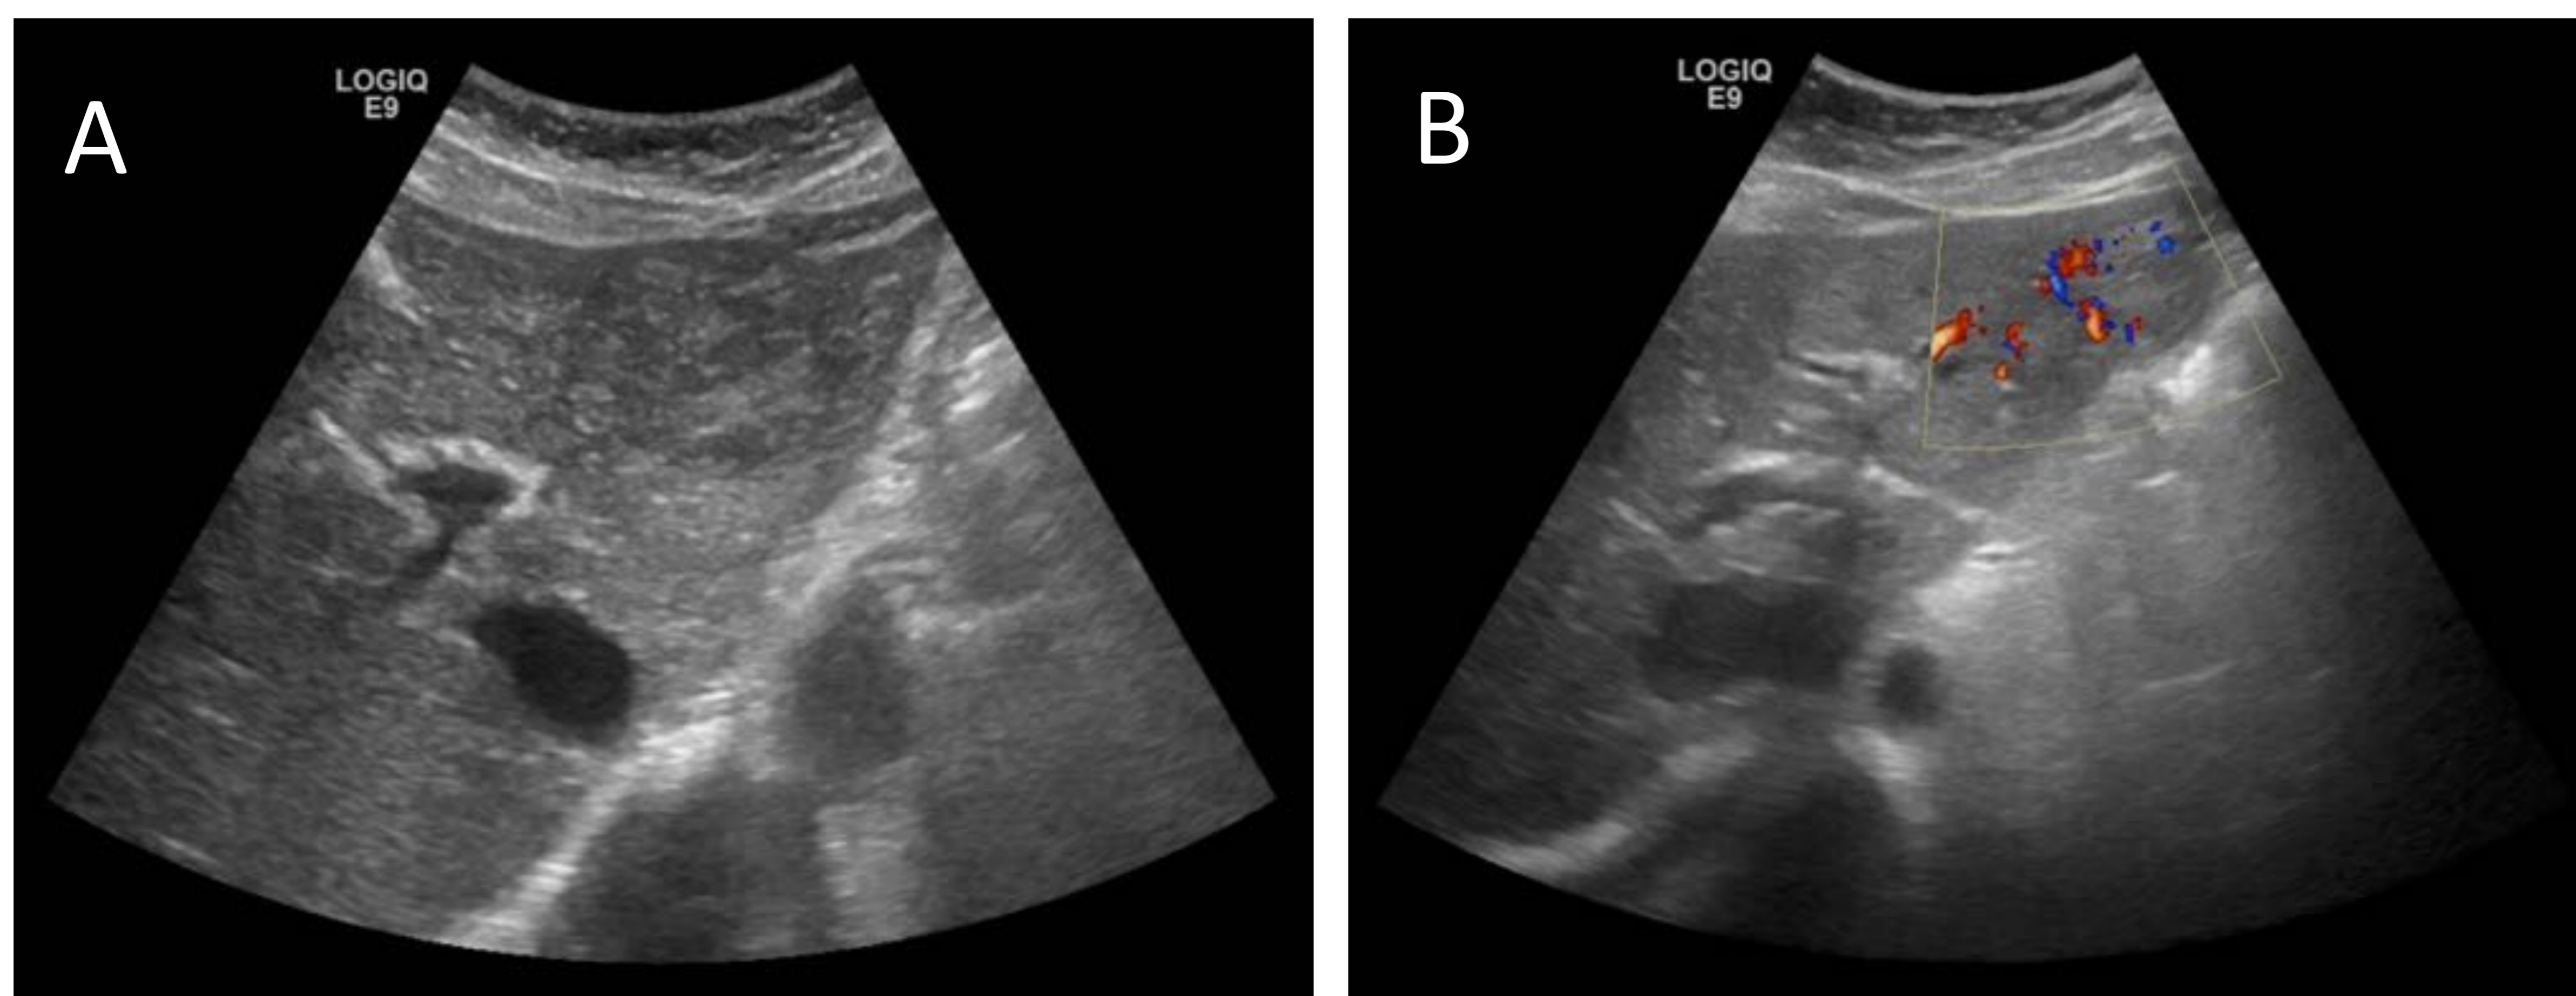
Adenoma en ecografía: lesión nodular heterogénea, predominantemente hipoecoica, en probable relación a áreas de hemorragia, con tenue halo hipoecoico (imagen A). Dicha lesión muestra vascularización con el Doppler color (imagen B).
